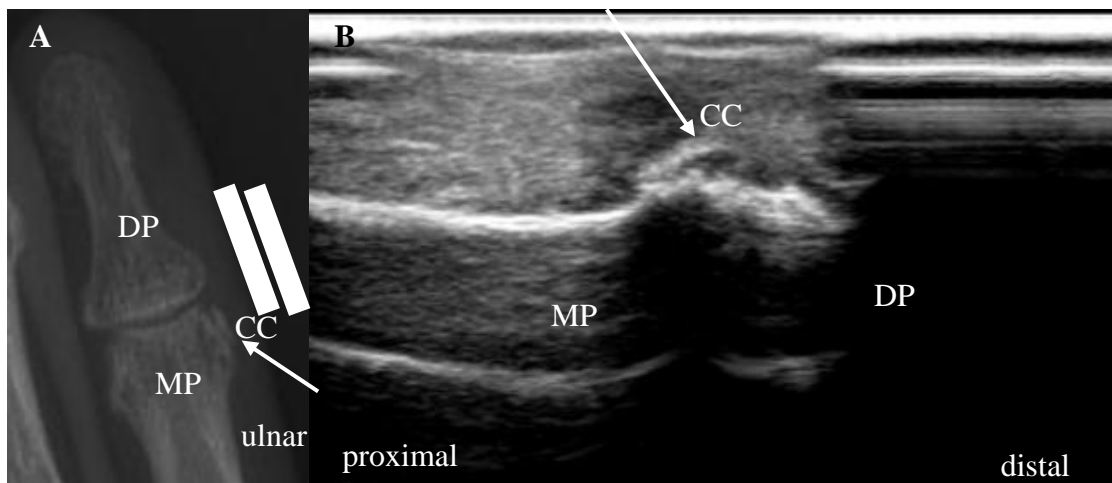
Darstellung einer Kapselverkalkung des distalen Interphalangealgelenks (DIP) 4 in der Röntgen- und Ultraschalldiagnostik
